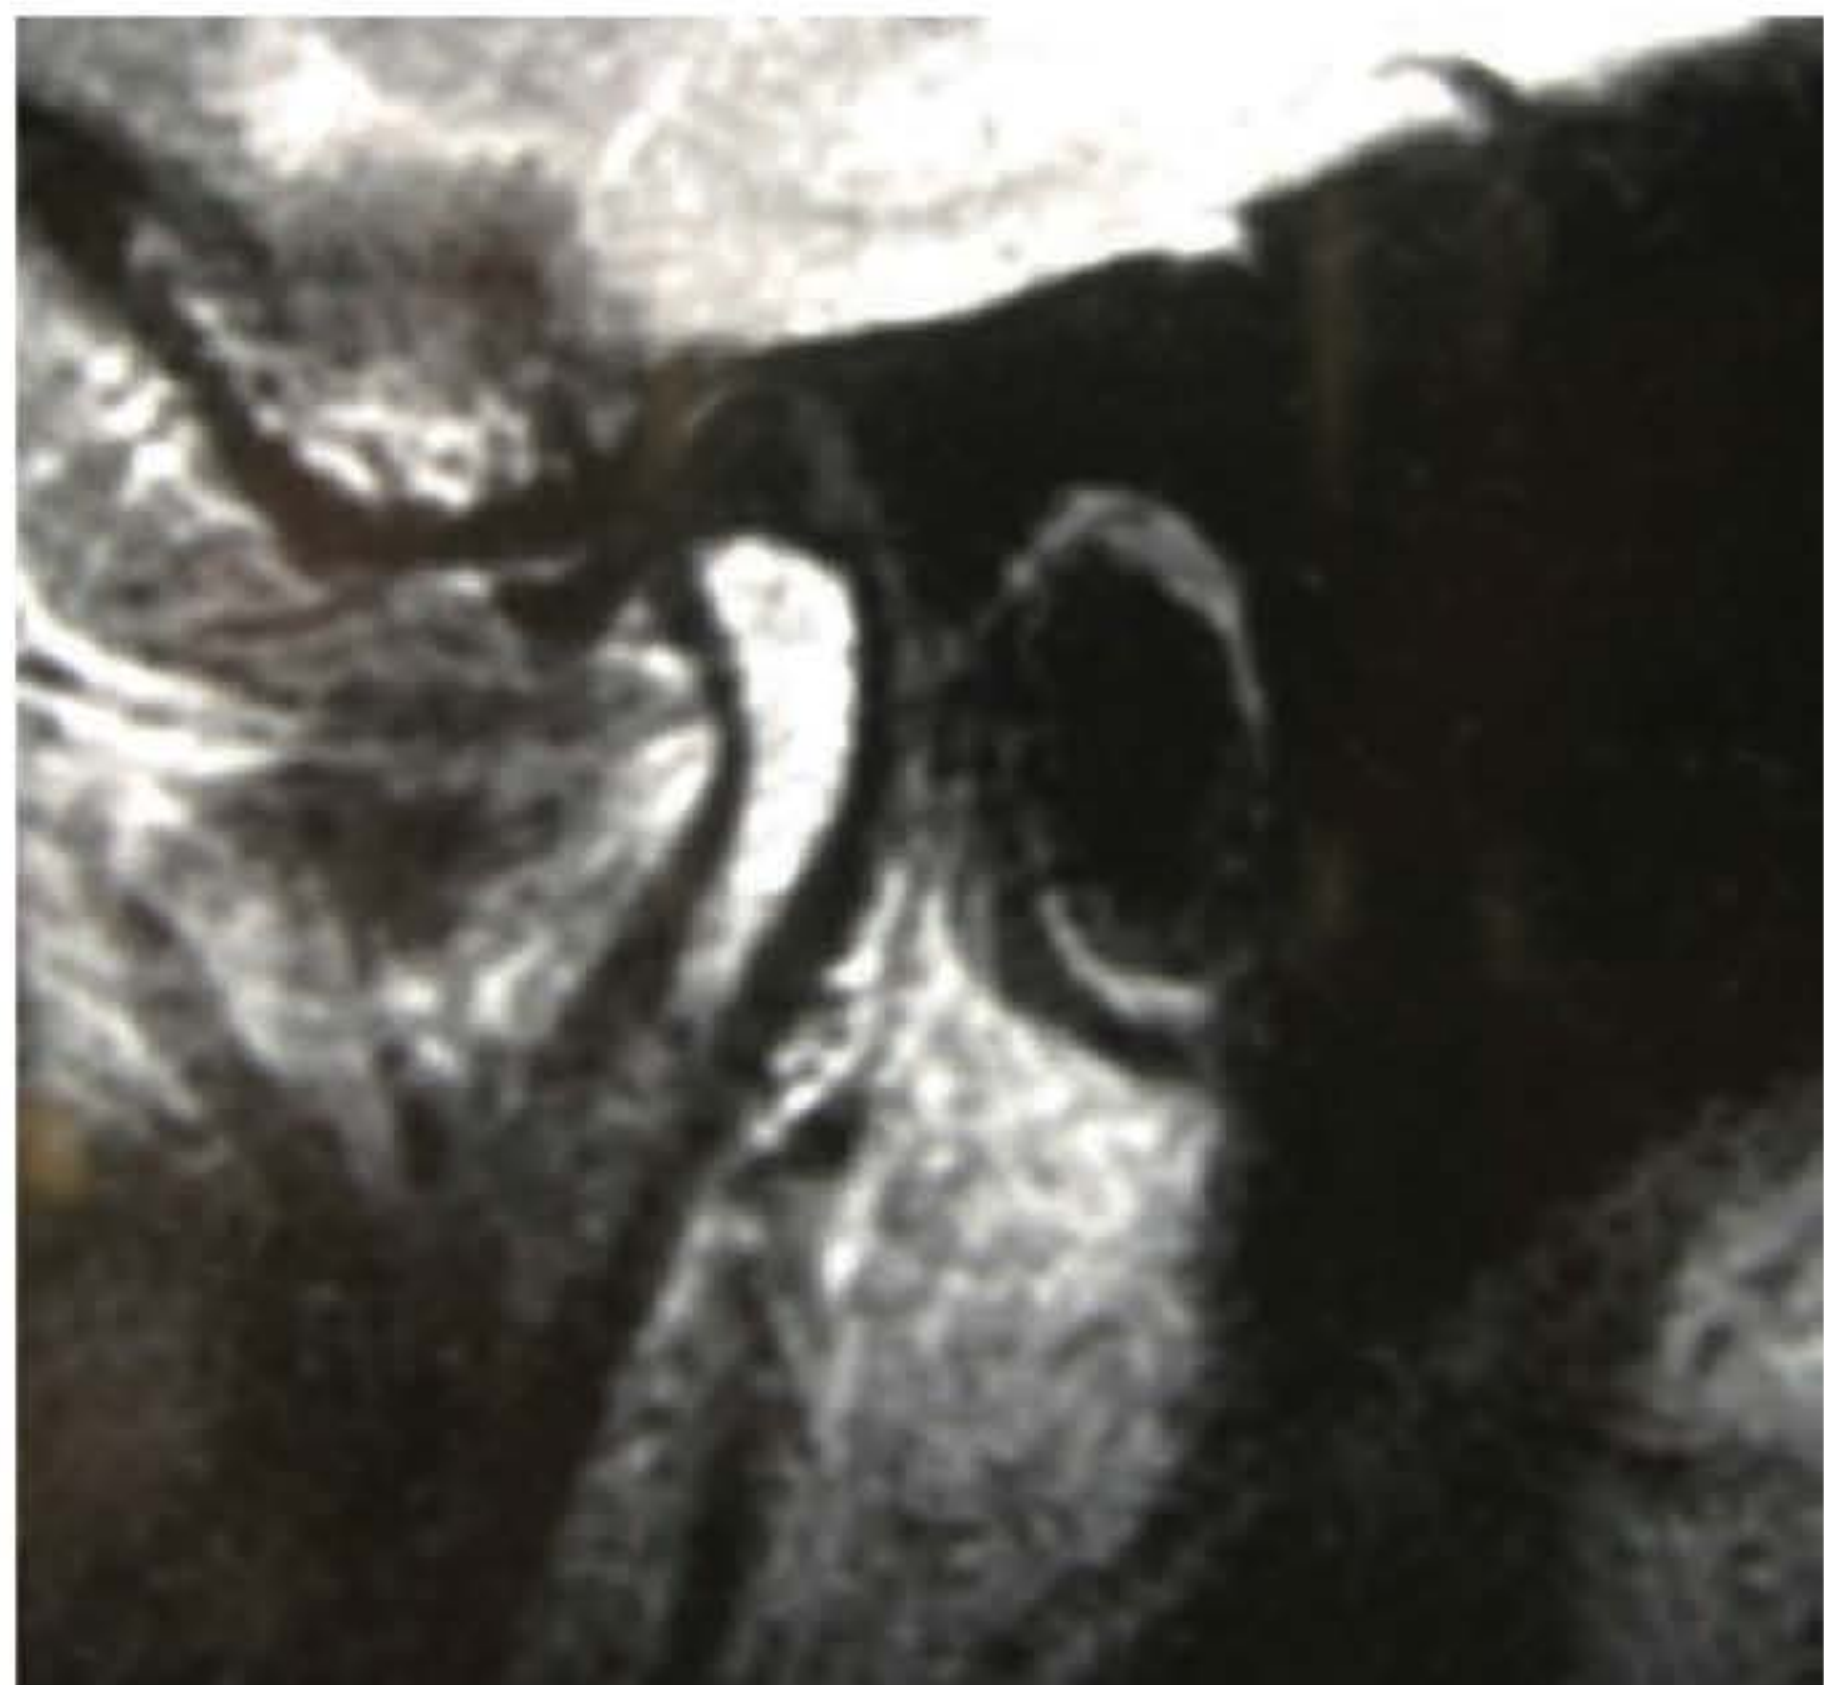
► Ressonância magnética de ATM.
